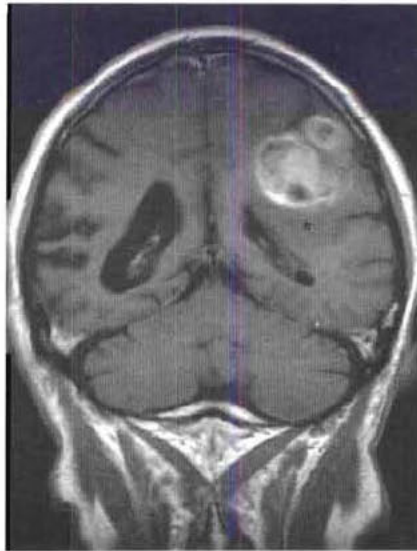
Gliome malin. Cette IRM coronale en séquence T1 après injection de gadolinium montre cette tumeur hypervascularisée du lobe pariétal (elle se rehausse après injection de produit de contraste). Il existe relativement peu d'œdème en périphérie (astérisque).
